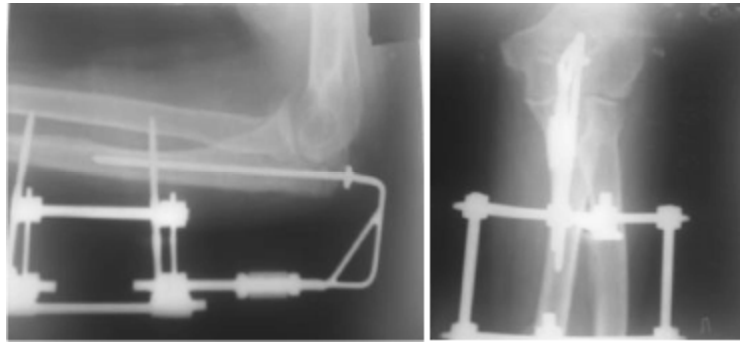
Рентгенограмма левого локтевого сустава в двух проекциях той же больной после операции.
